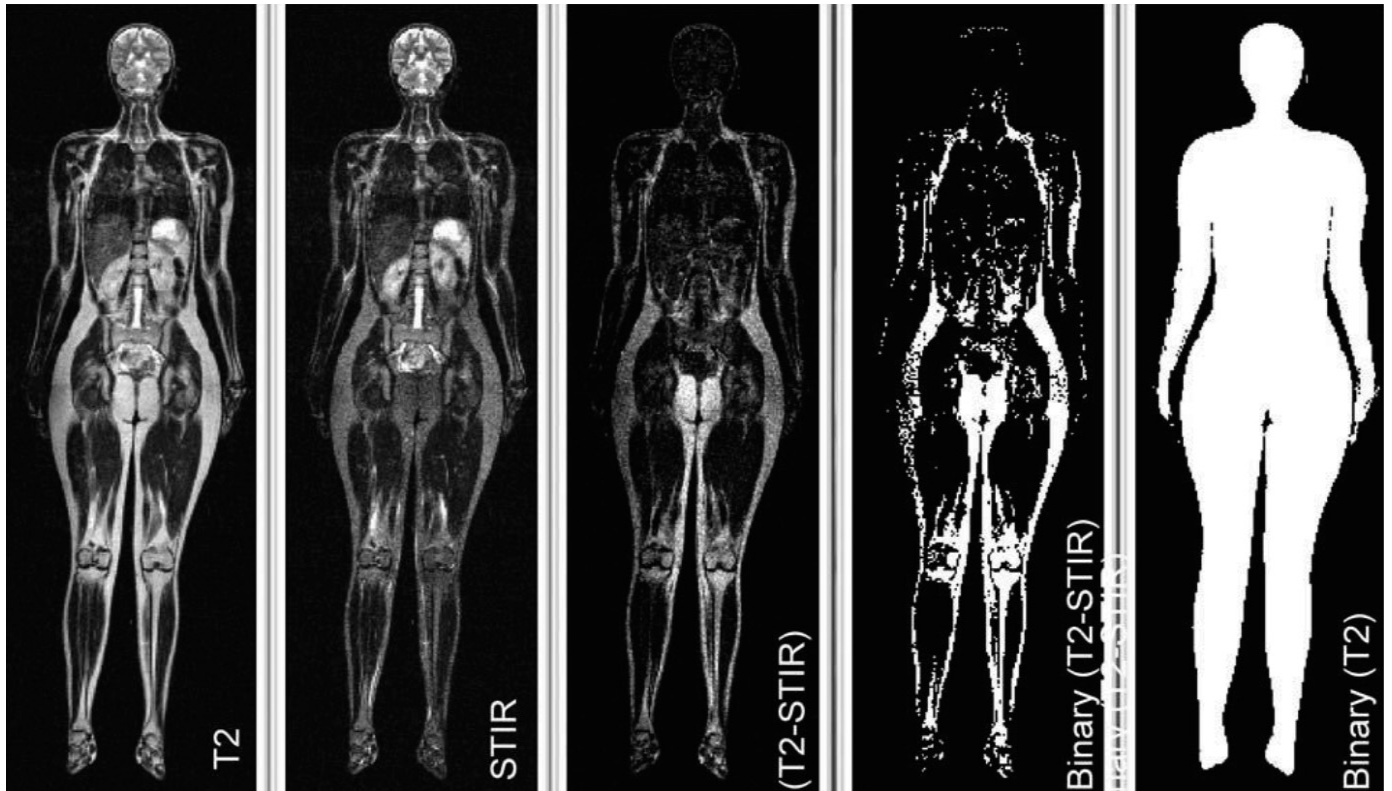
МРТ вимірювання вмісту жиру в організмі людини з використанням T2BI, STIR, T2BI-STIR та бінаризацією зображень [3].
